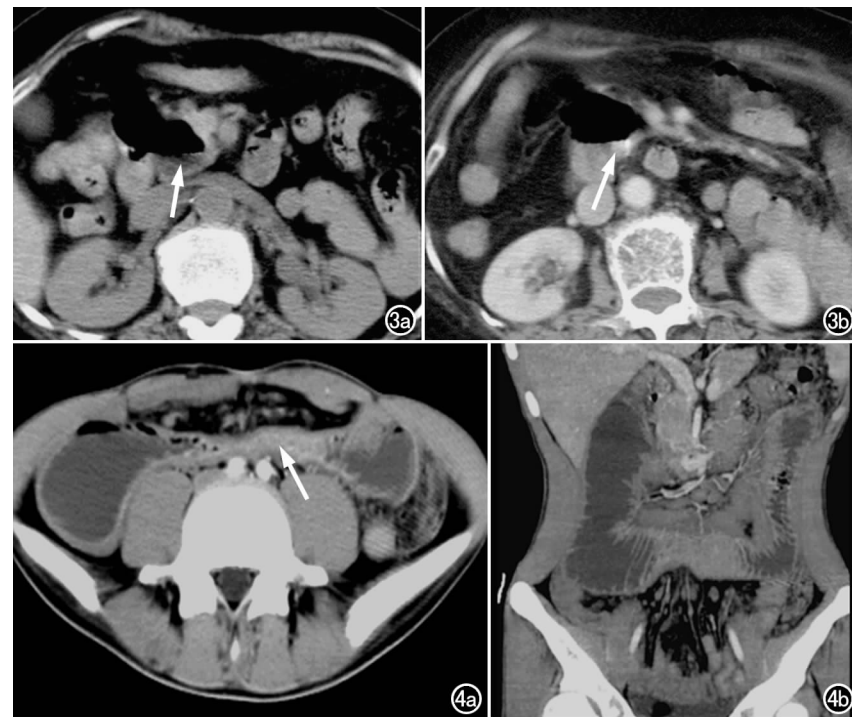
十二指肠降部憩室并出血。a) CT平扫示十二指肠降部一憩室(箭); b) CT增强示有对比剂外溢入肠腔内(箭),提示合并有出血(经内镜证实)。图4 十二指肠横部结核。a) 轴面 MSCT 示十二指肠横部肠壁增厚(箭),强化明显,其近端肠腔扩张; b) 冠状面 MPR 重组更清晰显示上述改变,盆腔可见多个肿大的淋巴结。
